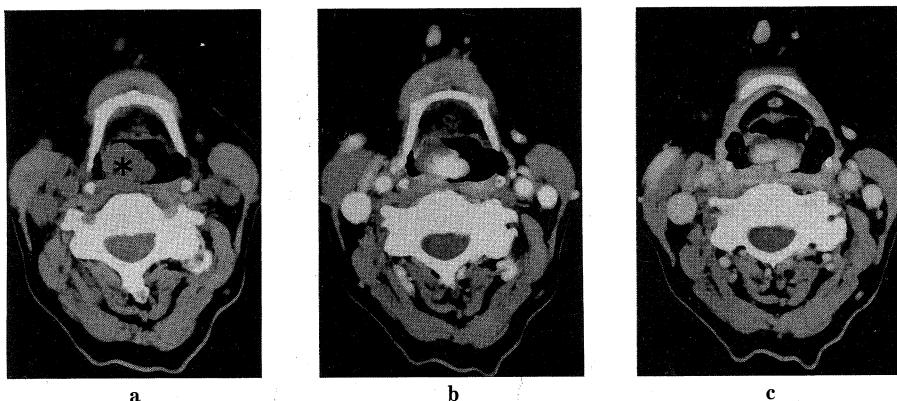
a : Plain CT scan showed a isodensity mass compared with muscle density. (asterisk)
